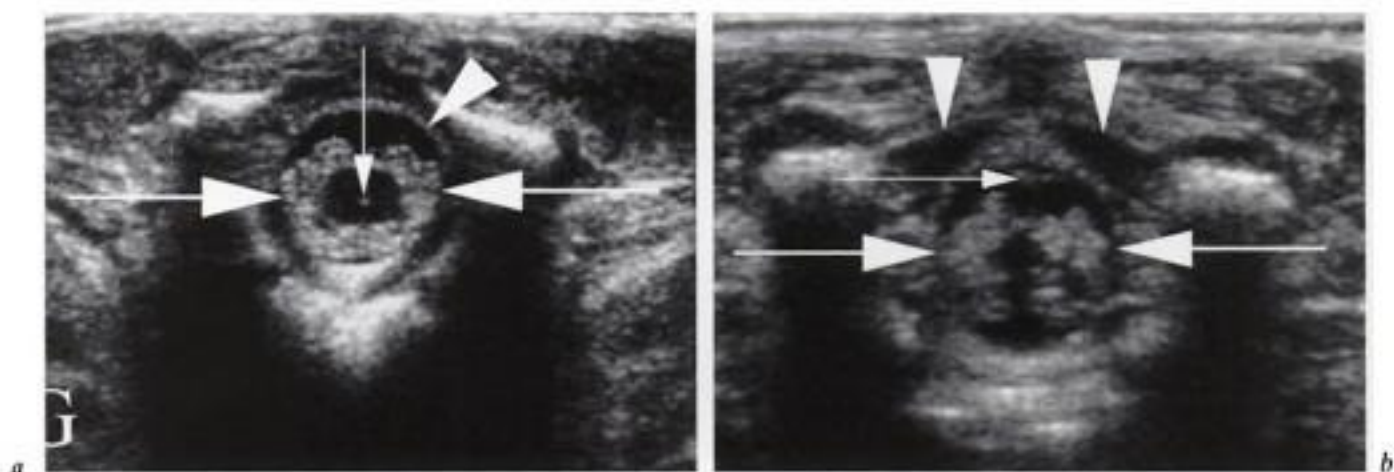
Échographie normale.
